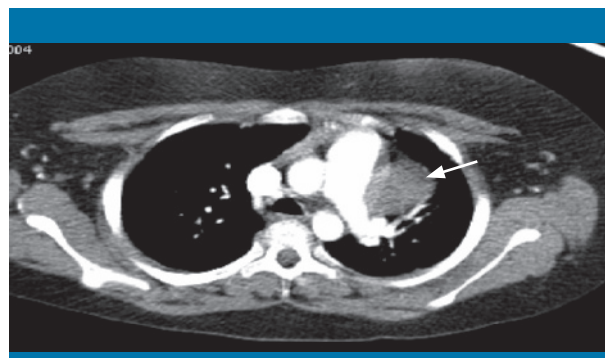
Tomografía computarizada de tórax con contraste i.v. Corte axial con ventana de mediastino. Se confirma la existencia de una masa mediastínica bien delimitada, de densidad homogénea, a la izquierda del tronco de la arteria pulmonar y anterior al hilio pulmonar, sin efecto de masa ni signos de invasión vascular
